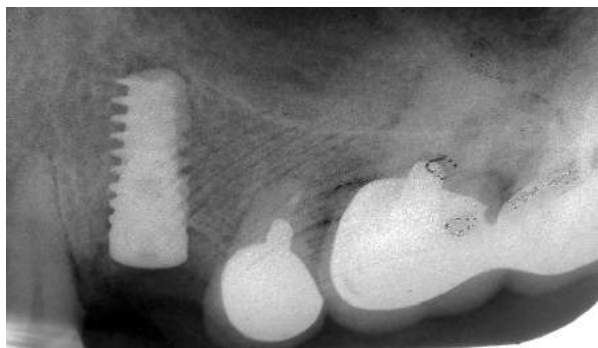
Target x-ray image in the extracted tooth 2.4 5 months after dental implant surgery
